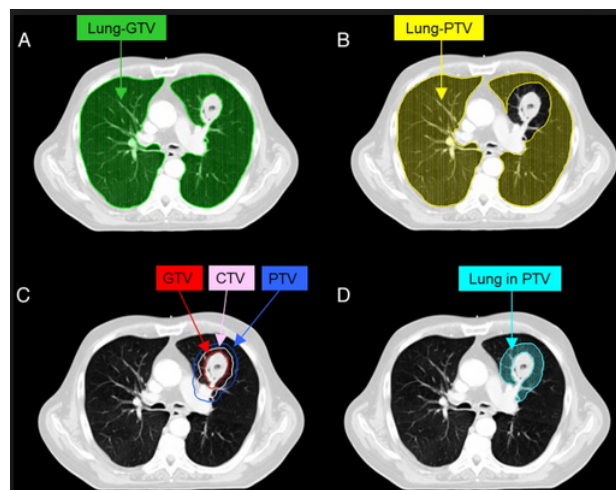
Rappresentazione dei volumi GTV, CTV e PTV individuati sulla CT nella fase di pianificazione.
